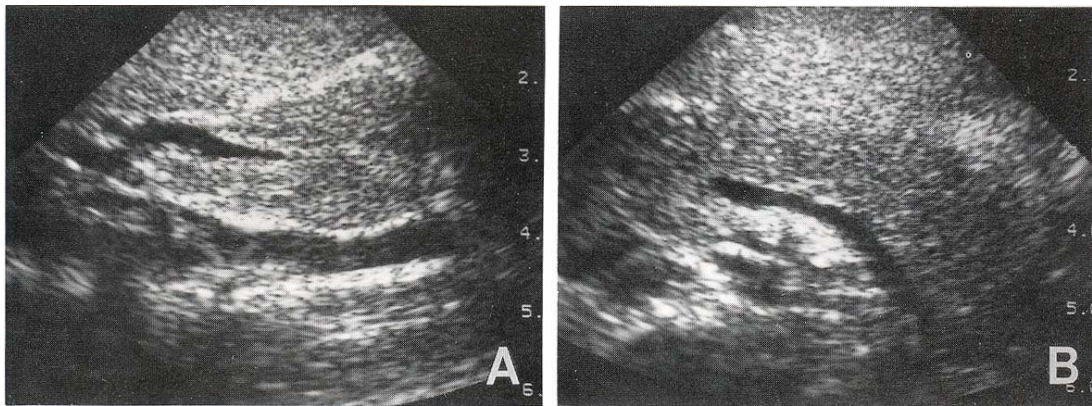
Follow-up ultrasonography at 7th hospital day. Distal common bile duct reveals disappearance of round echogenic balls with decreased diameter of common bile duct. B. Pancreas shows improved pancreatic duct dilatation.
